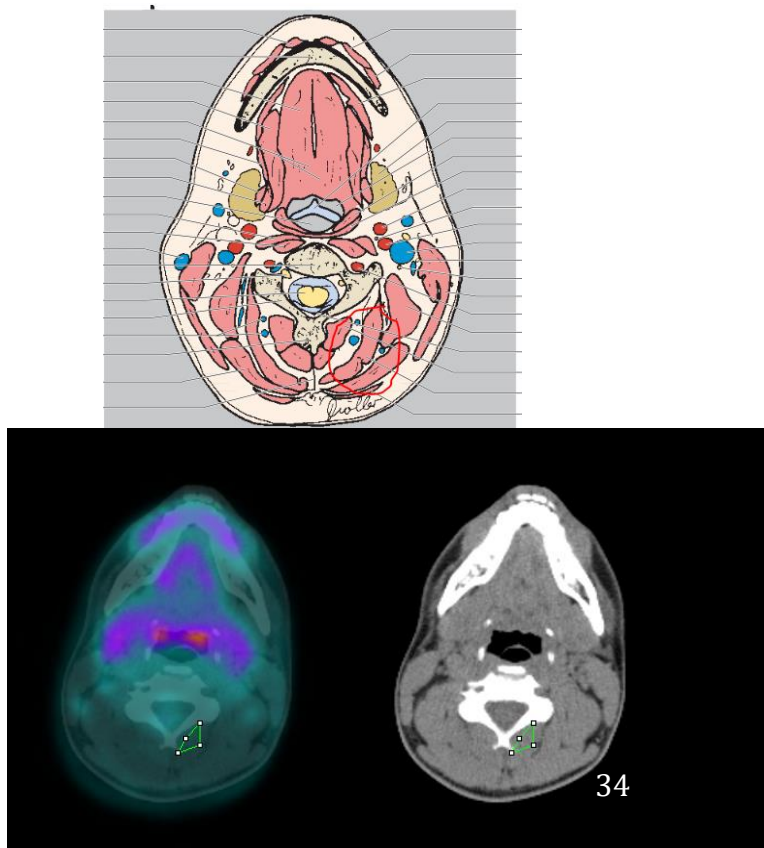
Cuantificación de 18F-FDG en varios músculos cervicales
